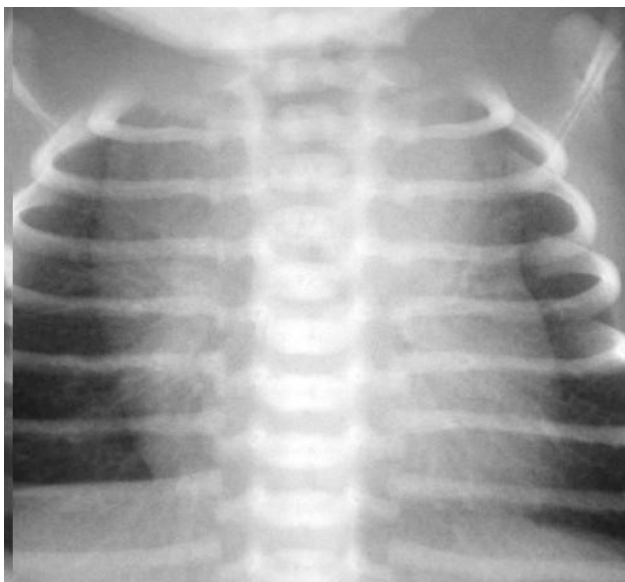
Radiografia cutiei toracice
